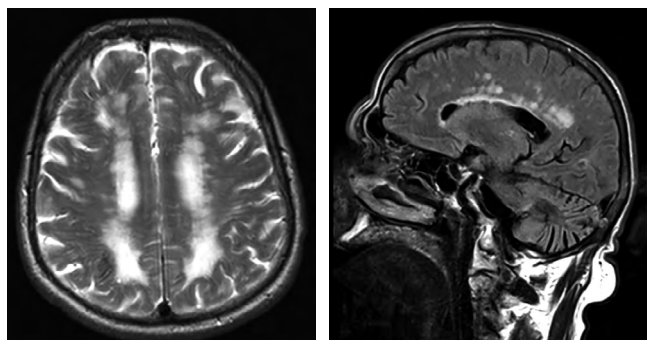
Множественные сосудистые очаги (А), гиперинтенсивность белого вещества и расширение желудочковой системы (В) у пациента с СД2 (по данным МРТ головного мозга).
